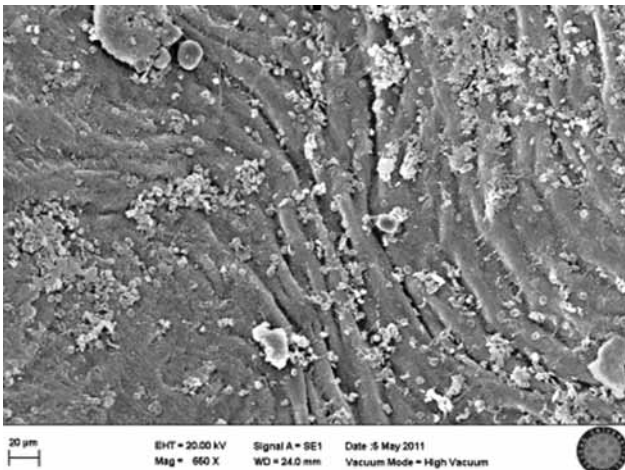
Mikrovasküler klempt uygulanan grubun taramalı elektronmikrografisi. Endotel hücreler arasındaki bağlanmaların kopmuş ve yer yer subendotelyal dokunun ortaya çıktığı görülmektedir. Bu örnekte fibrin ve hücre birikimi oldukça belirgindir. Tip 3 hasar.
